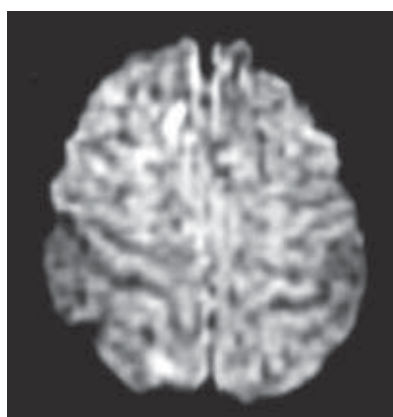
RM axial FLAIR. Lesión de cizallamiento subcortical (flecha).
